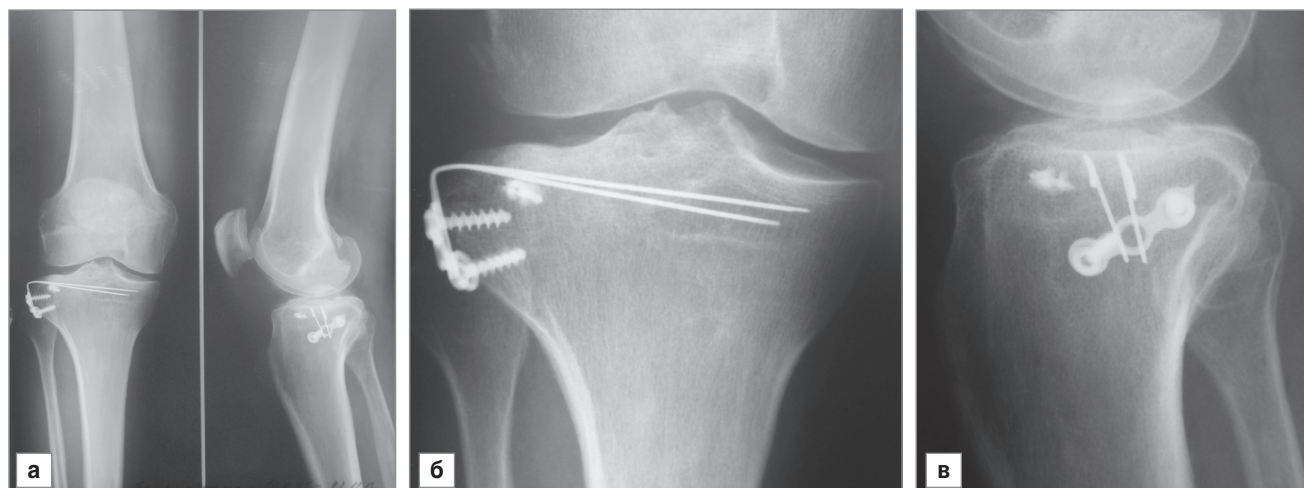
Контрольные рентгеновские снимки пациента П., 34 лет, через 1 год 10 мес после операции: а — переднезадняя и боковая проекции; б — переднезадняя проекция с увеличением; в — боковая проекция с увеличением
